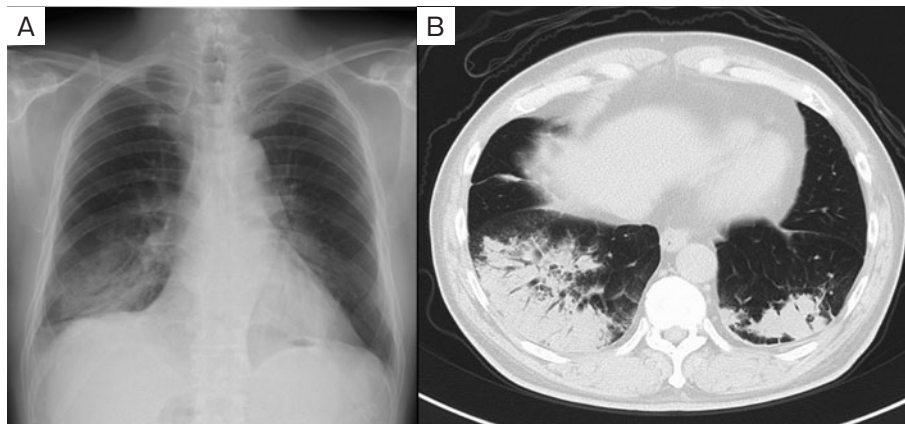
入院時画像所見. (A) 胸部単純X線写真では両側肺に浸潤影を認めた. (B) 胸部CTでは両側下葉優位に多発浸潤影を認め、器質化肺炎が示唆された.
